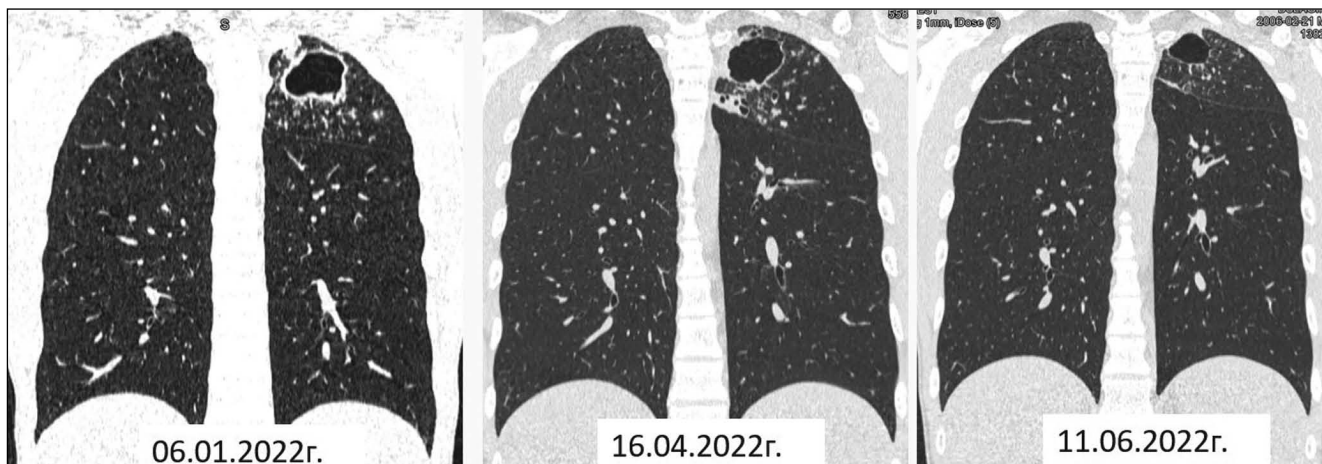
Рентгенологическая динамика.
